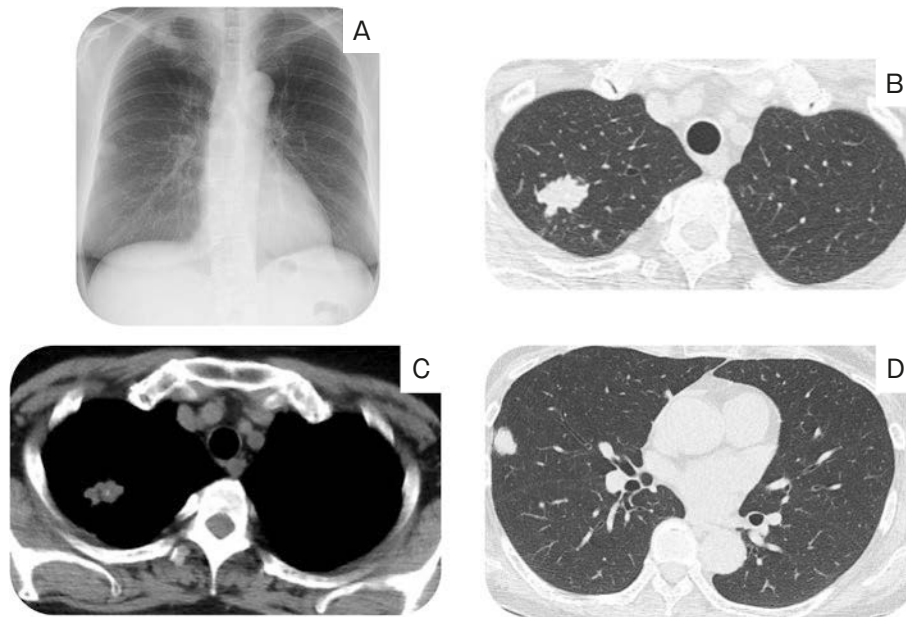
Imaging findings. (A) Chest X-ray. Nodular shadow on the right lung apex and right middle lung field. (B) Unenhanced chest CT showing a nodular lesion on the right upper lobe. (C) Mediastinal conditions. Calcification inside the nodular shadow is observed. (D) The right middle lobe also shows the same nodular shadow as the right upper lobe.
